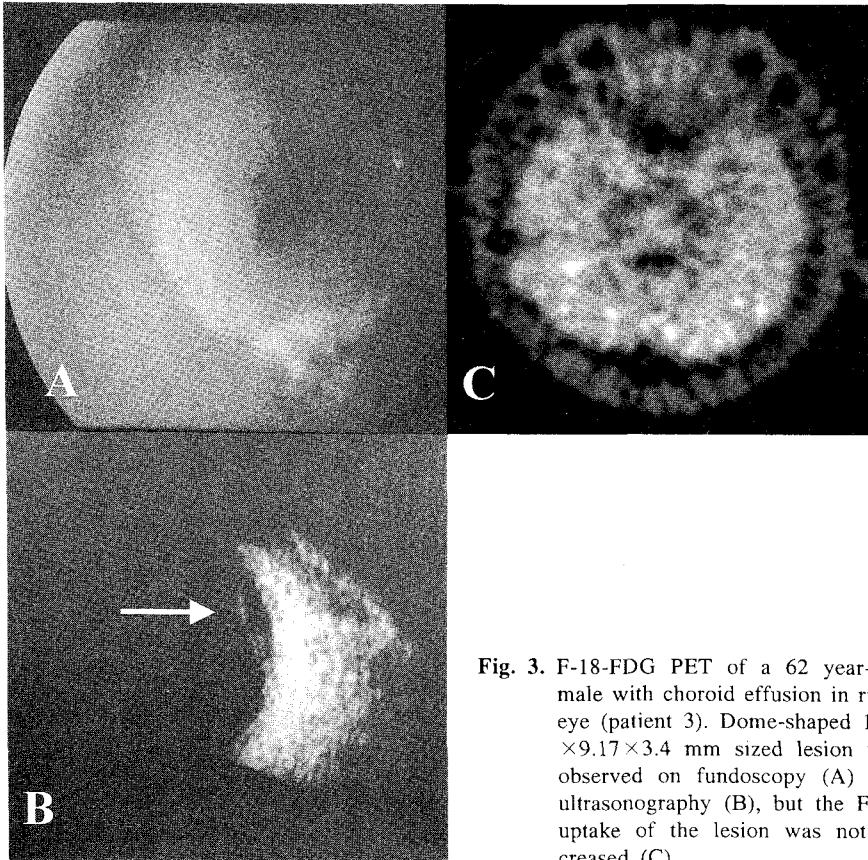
F-18-FDG PET of a 62 year-old male with choroid effusion in right eye (patient 3). Dome-shaped 10.6 × 9.17 × 3.4 mm sized lesion was observed on fundoscopy (A) and ultrasonography (B), but the FDG uptake of the lesion was not increased (C).
